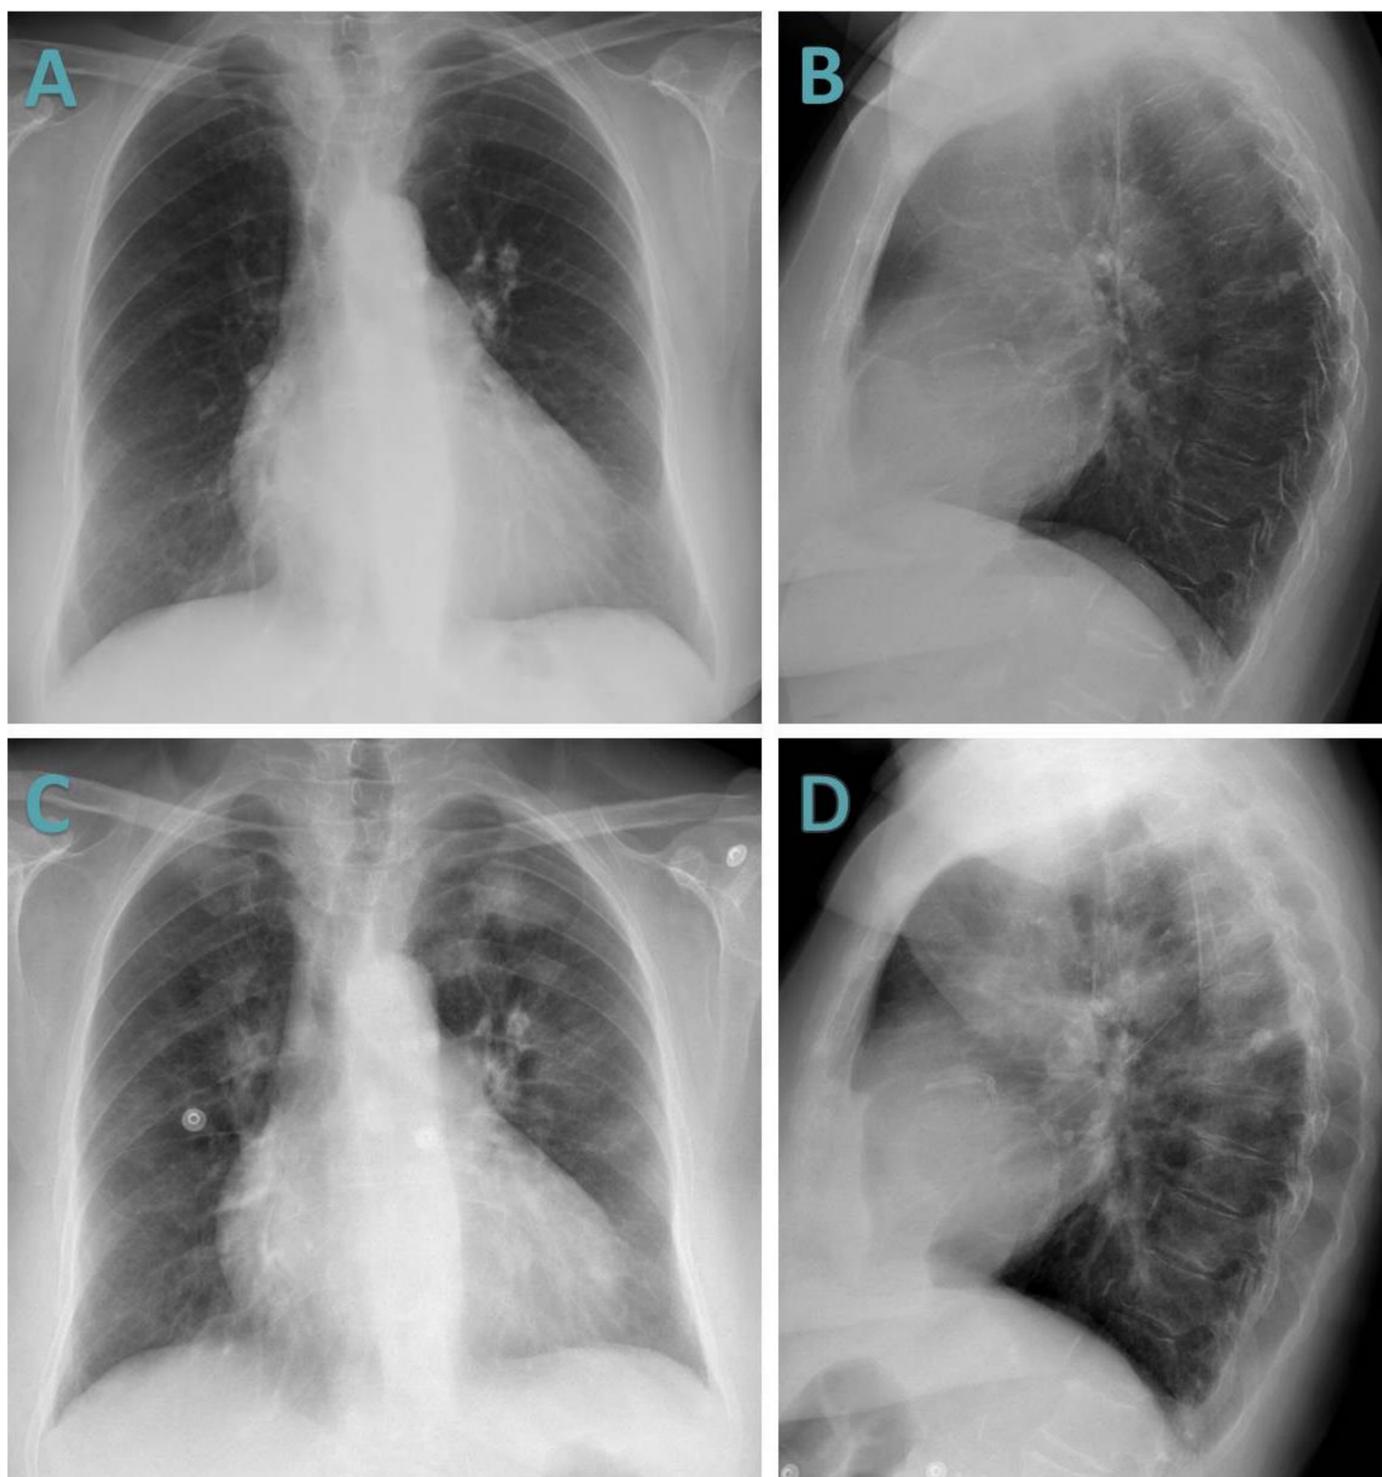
A y B) Radiografías de tórax PA y lateral de la paciente 3 días antes de la vacunación. C y D) Radiografías realizadas a la misma paciente en el servicio de Urgencias al comienzo de la clínica (5 días tras la vacunación). Observamos infiltrados alveolares parcheados bilaterales de predominio en lóbulos superiores
